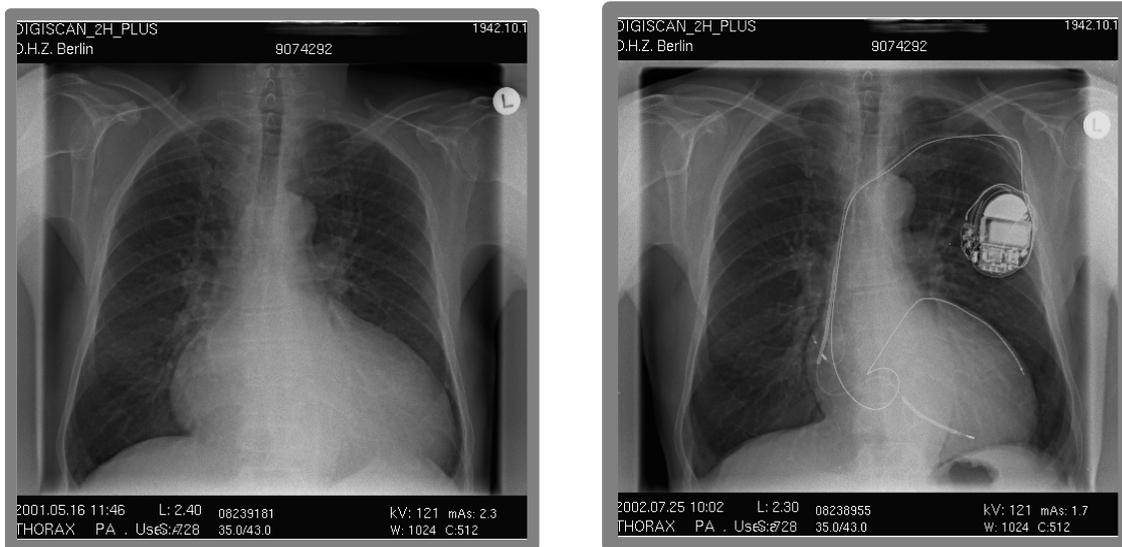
Links*: Ausgeprägte Herzvergrößerung im Röntgen-Thorax; *Rechts*: Nach einem Jahr Resynchronisation (biventrikulärer Defibrillator) deutliche Abnahme der Herzgröße
